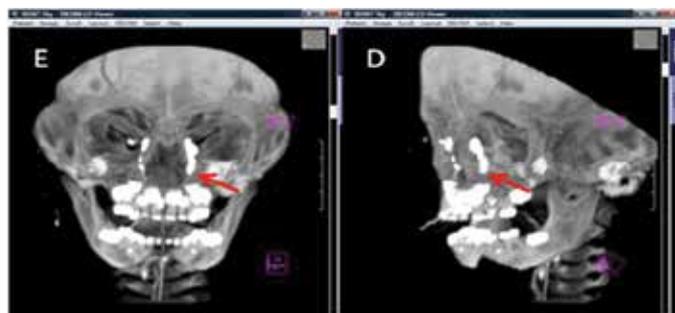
DCG-TC-MD com Reconstrução em 3D mostrando obstrução completa do sistema lacrimal esquerdo na visão frontal (E) e oblíqua (D). As setas vermelhas sinalizam o local da obstrução
